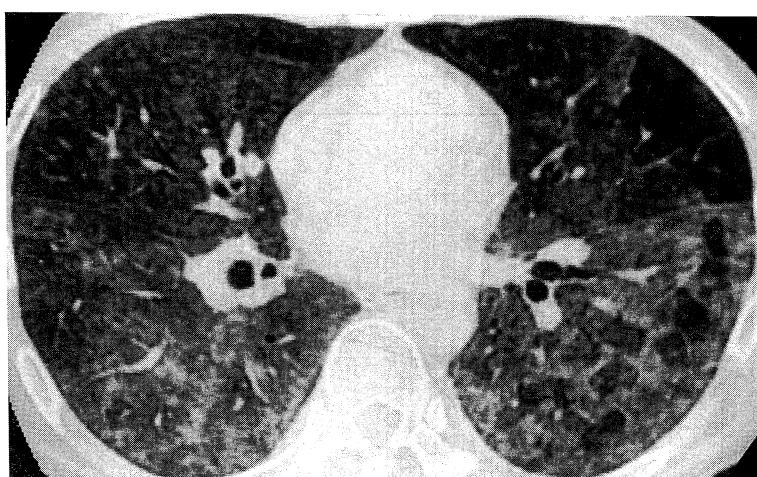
Chest-computed tomogram (CT).
